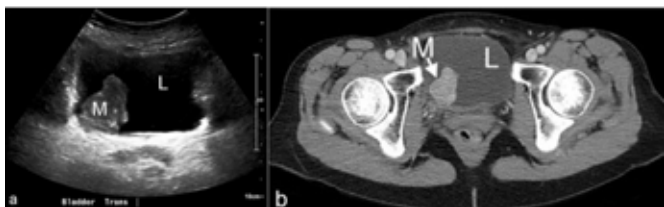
Mulher de 60 anos com paraganglioma de parede da bexiga. (a) Ultrassonografia transversa da bexiga mostra uma massa que surge da parede posterior direita da bexiga. (b) Imagens axiais de TC com contraste mostram que a massa da parede posterior direita da bexiga está aumentando avidamente.⁷
